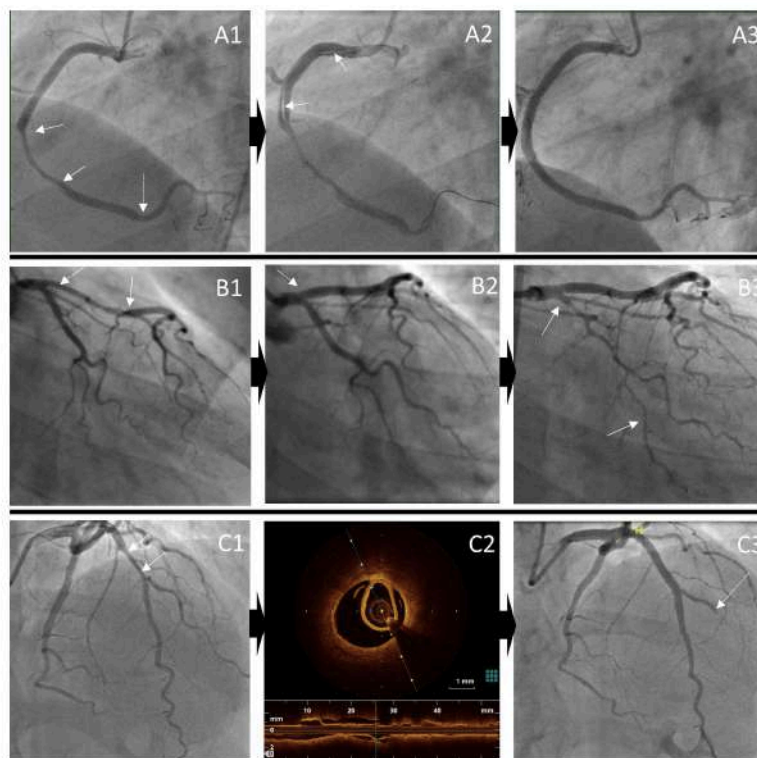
Angiographic exemplars of complications (both serious and not serious) occurring during percutaneous coronary intervention. Iatrogenic dissection: A1: extensive dissection of mid-right coronary artery (solid arrows) with further haematoma distally (dotted arrow), A2: iatrogenic dissection from ostium to mid vessel and A3: extensive stenting from proximal to distal vessel; Haematoma extension: B1: proximal-mid left anterior descending haematoma (solid arrows), B2: treated with stenting to the ostium, initially with only small pre-stent residual haematoma (dotted arrow), B3: but later leading to propagation of haematoma into circumflex (solid arrows); Side-branch occlusion: C1: mid-left anterior descending stenosis (solid arrows), C2: confirmed on OCT to be due to SCAD and C3: stenting leads to occlusion of diagonal branch (dotted arrow). OCT, optical coherence tomography; SCAD, spontaneous coronary artery dissection.
